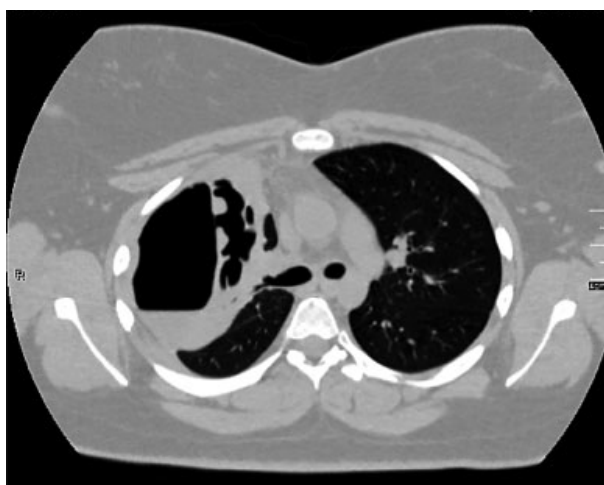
КТ ОГК пацієнтки К. через 12 днів лікування. Аксіальний зріз
